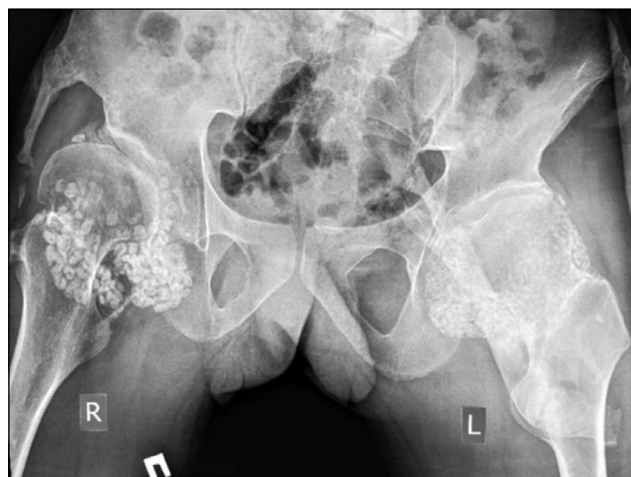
Рентгенограмма тазобедренных суставов: определяются выраженный синовиальный хондроматоз обоих тазобедренных суставов, гетеротопические оссификаты в области таза и тазобедренных суставов.
